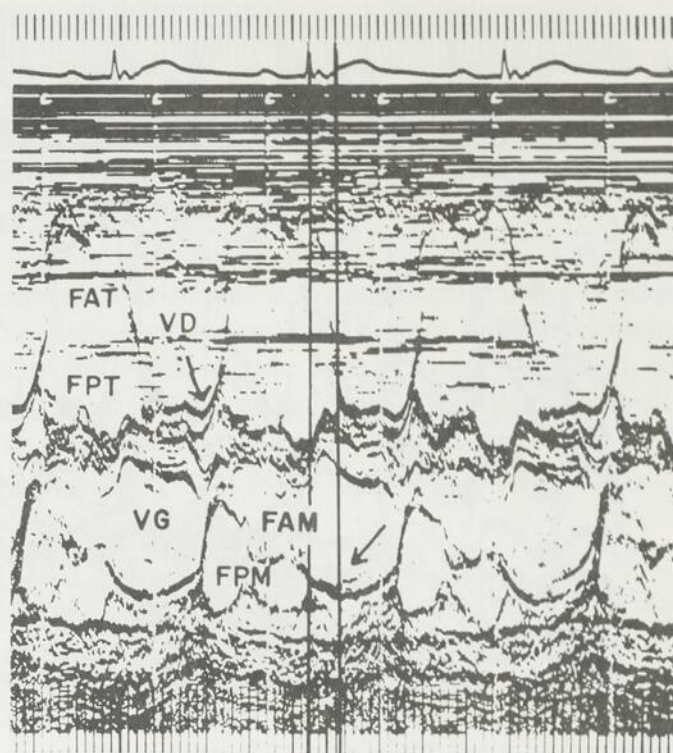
Echocardiogramme d'un enfant de 12 ans, porteur d'une maladie d'Ebstein. Noter la très forte dilatation du ventricule droit, la fermeture tardive de la tricuspide, par rapport à la fermeture mitrale; ainsi que les prolapsus télé-systolique tricuspide et pansystolique mitral (flèches).
